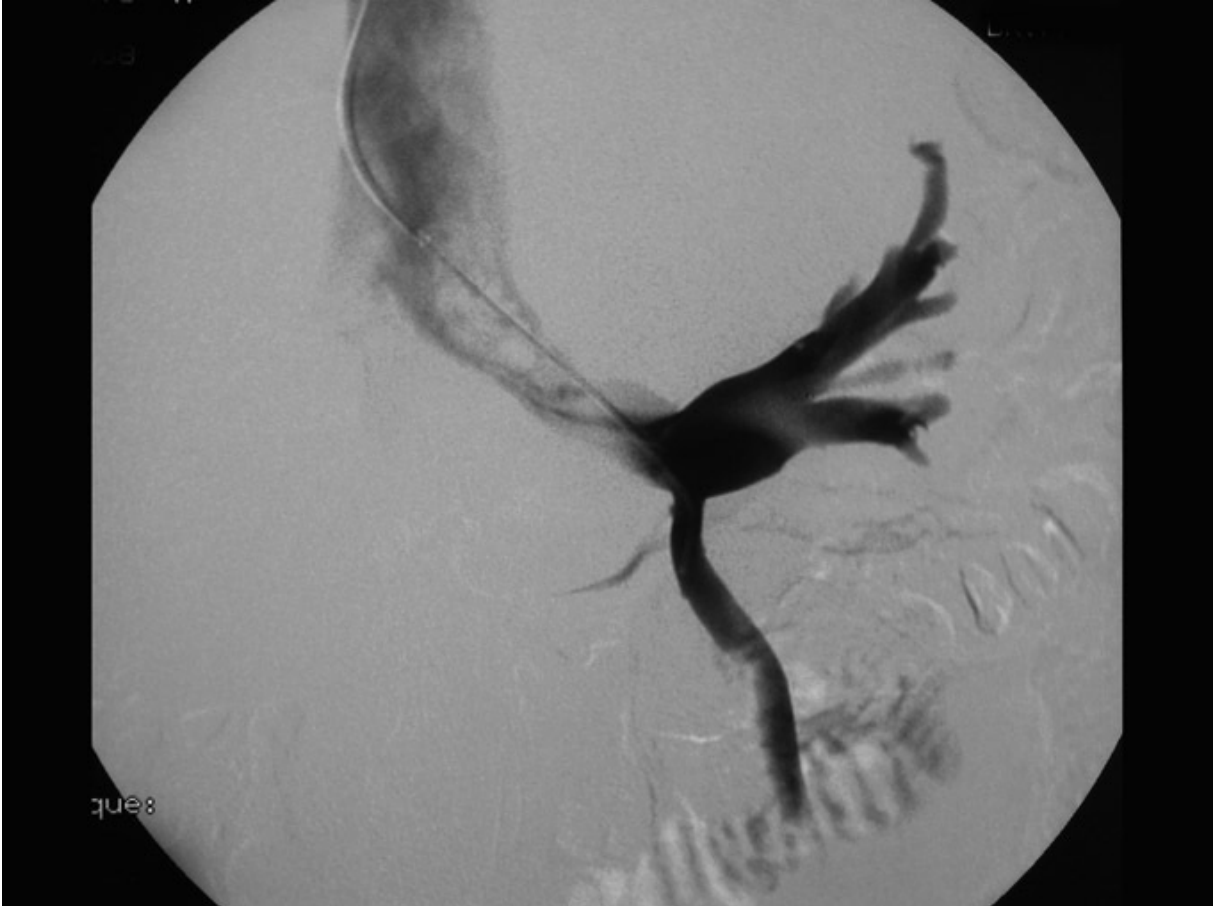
Cliché radiographique en soustraction centré sur la veine rénale gauche :
